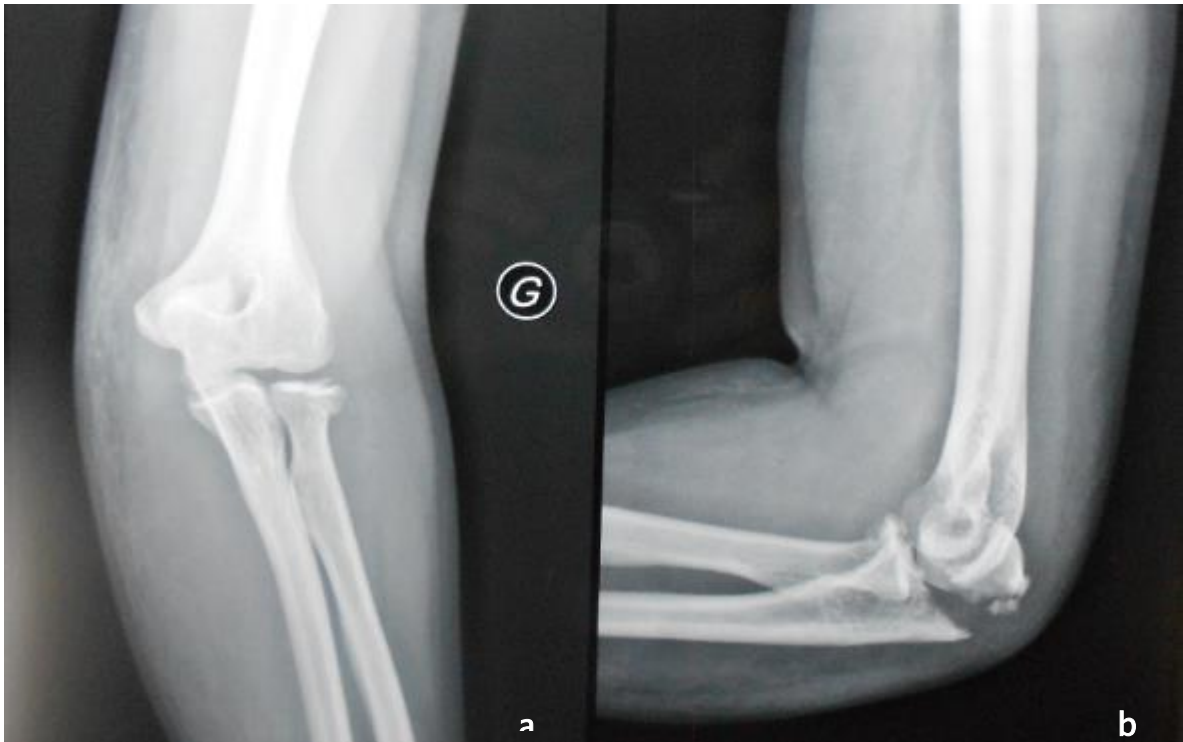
Radiographie standard de face (a) et de profil (b) montrant une fracture de la tête radiale type II de Mason associée à une fracture de la base de l'olécrane et une fracture de l'apophyse coronoïde.
